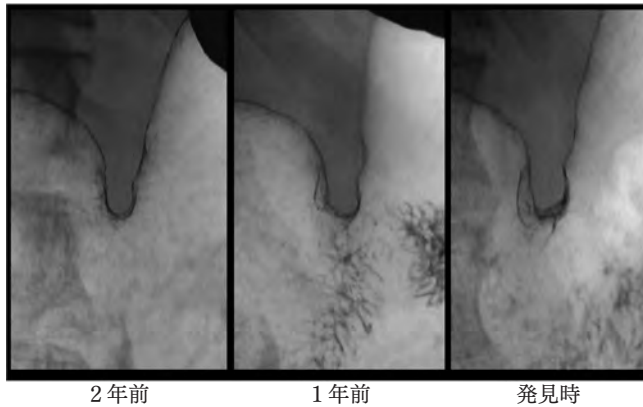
b. 症例2のX線検査を週的にみて, 1年前(中央) および2年前(左)にも発見時(右)同様胃角の2重輪郭が認められた.
